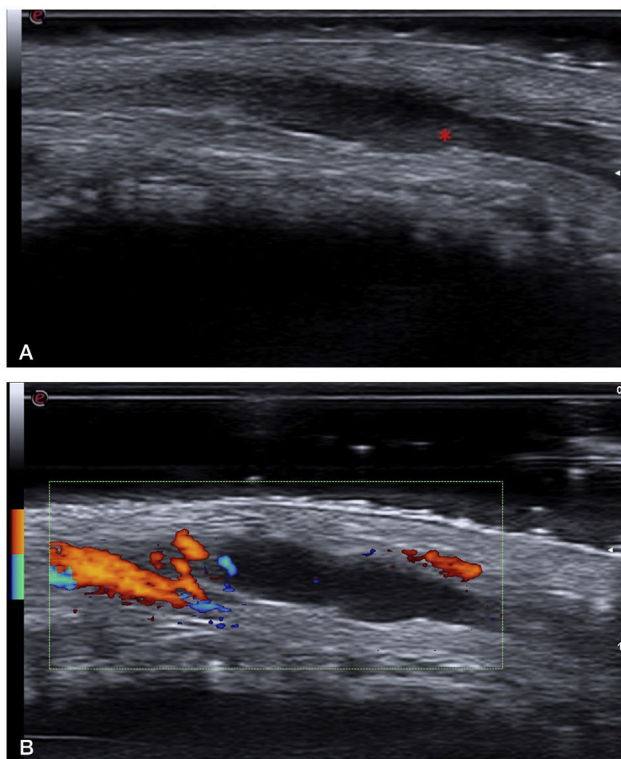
a: Imagen ecográfica en modo B (18MHz) donde se aprecia una estructura tubular hipoeoica y dilatada compatible con una vena superficial. Esta estructura no era compresible a la presión. El contenido hiperecoico señalado con el asterisco corresponde al trombo intraluminal. b: Imagen ecográfica en modo Power Doppler donde se evidencia ausencia de flujo en el interior de la vena trombosada. El flujo Doppler de la imagen corresponde a una de las arterias dorsales del pene.
